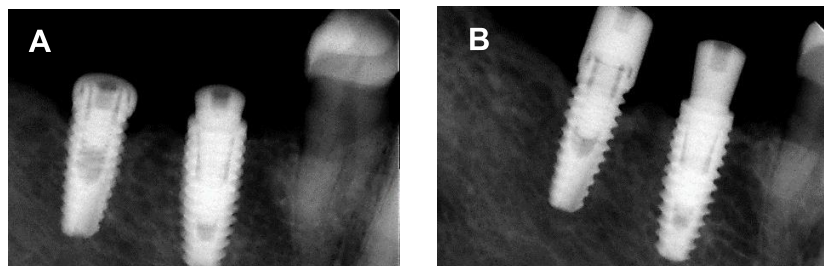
(A)- Radiografia periapical digital antes da reabertura. (B)- Radiografia após a reabertura com os cicatrizadores já instalados. Fonte: O autor, 2018.
